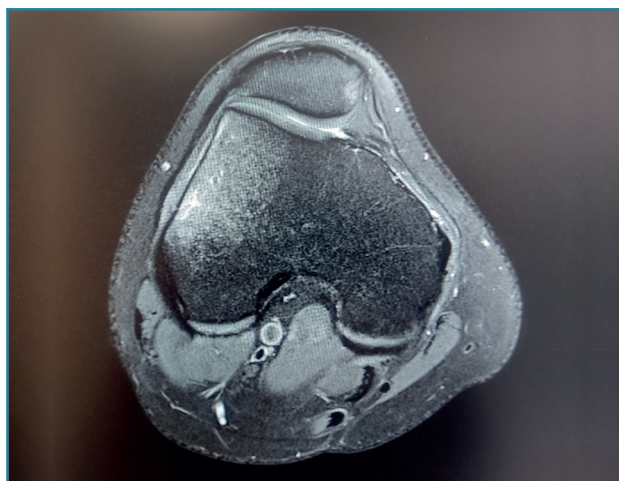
Resonancia magnética de rodilla tras una luxación rotuliana lateral, corte axial, secuencia potenciada en T2, que muestra edema óseo en el aspecto más lateral del cóndilo femoral externo y en el borde medial de la rótula.
